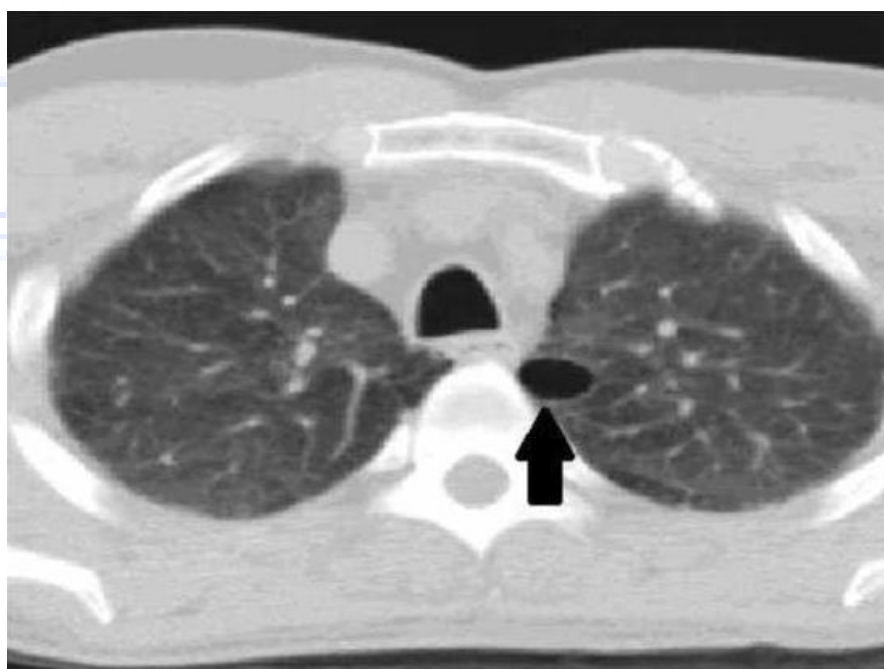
Больной Ж., 74 года. Компьютерная томограмма в аксиальной плоскости. С обеих сторон в легочной ткани определяются участки пониженной плотности, соответствующие размеру вторичной дольки, — «воздушные ловушки». Слева субплеврально визуализируется единичная булла (стрелка).
